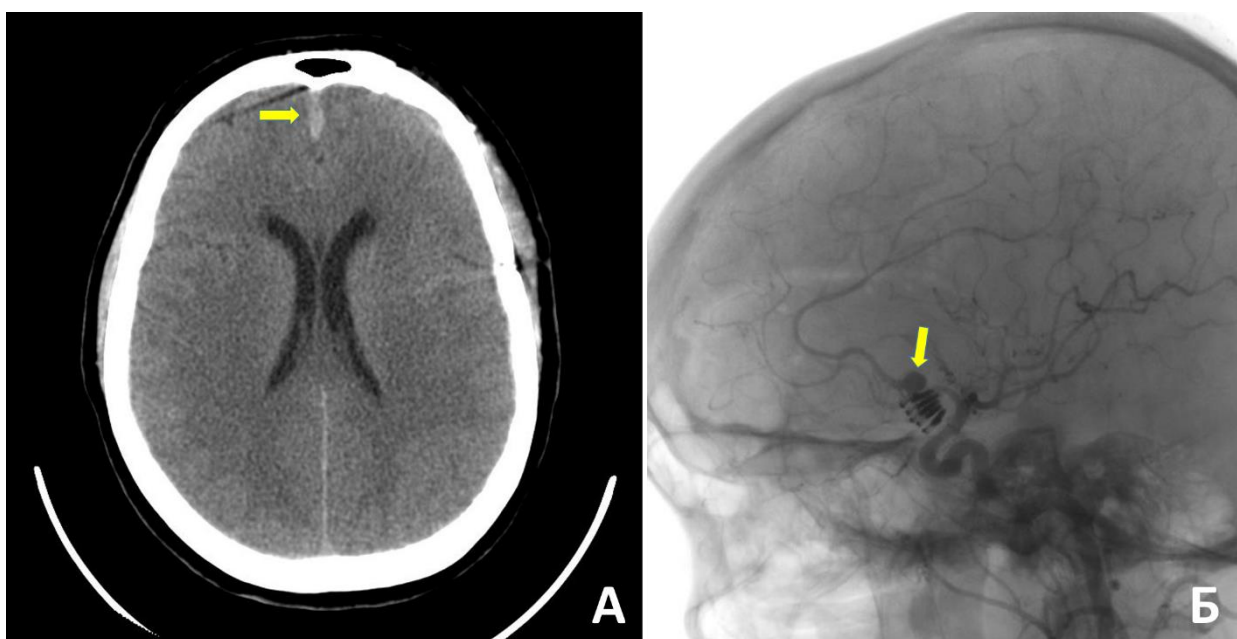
Рецидив аневризмы после клипирования с развитием САК. А – на КТ головного мозга признаки САК в межполушарной щели (стрелка); Б – на ЦАГ визуализируется рост аневризмы в области задней ПСА (стрелка)
